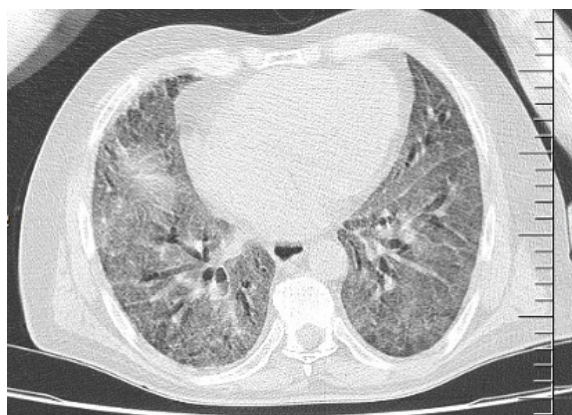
TAC simple de tórax.
